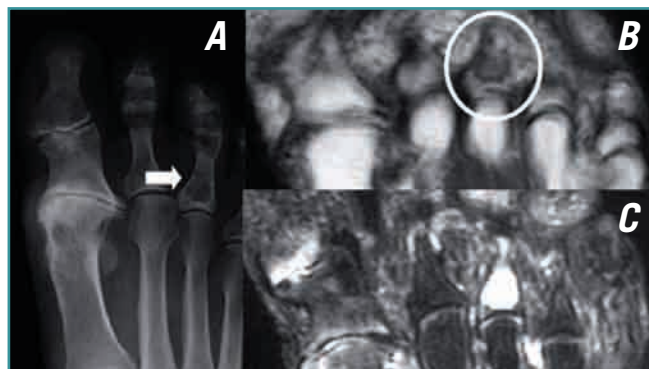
Encondroma de la falange proximal del tercer dedo del pie en una paciente con metatarsalgia tras cirugía por hallux valgus. Se observa la radiolucencia central incidentalmente (A) y, en RM, una baja intensidad de señal en T1 (B) y alta señal en T2 (C), correspondiente a cartílago hialino con alto contenido en agua.
